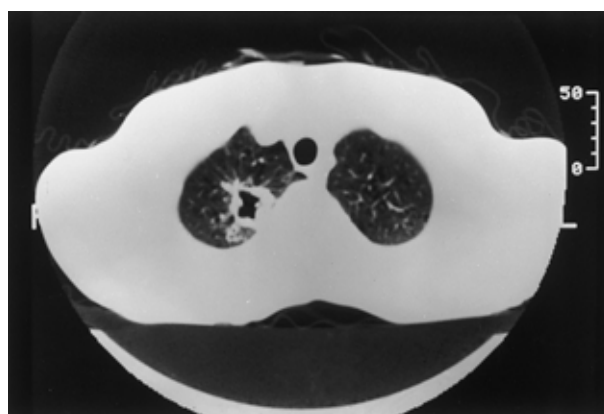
Chest CT scans showing a cavity with irregular wall thickening in the right upper lung field.
